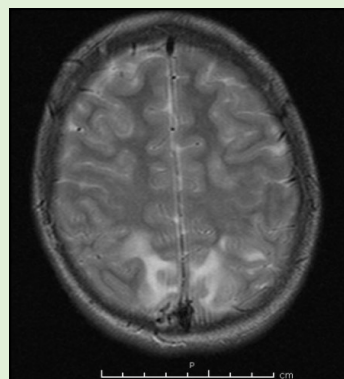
Ressonância magnética em T2 demonstrando edema vasogênico em região cortical occipital.
